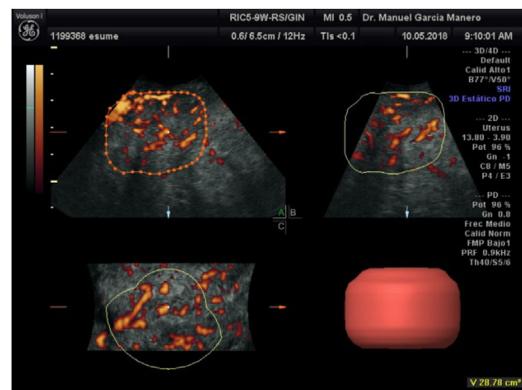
Valoración del volumen del mioma y su vascularización mediante ecografía 3D multiplanar.
